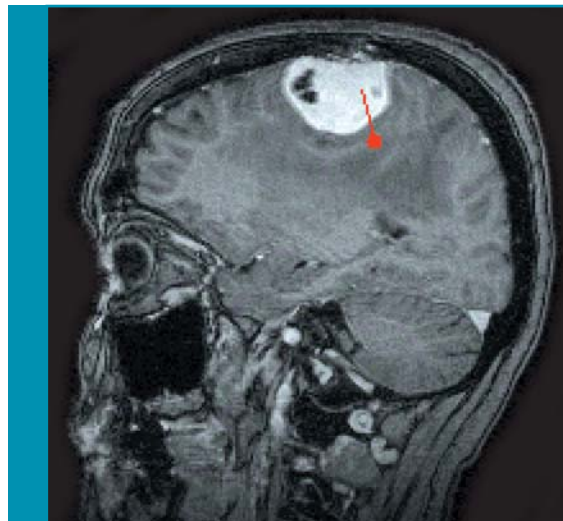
Voorbeeld van MEG met als doel de motorische cortex te lokaliseren bij een patiënt met een tumor cerebri. A laat het handgebied zien van de linker motorische cortex bij bewegen van de rechterhand. B laat het handgebied van de rechter motorische cortex zien bij bewegen van de linkerhand. De uitkomst van de berekeningen met behulp van de SAM-techniek is over een MRI geprojecteerd. Fraai zichtbaar is de relatie van de tumor ten opzichte van de motorische cortex.
